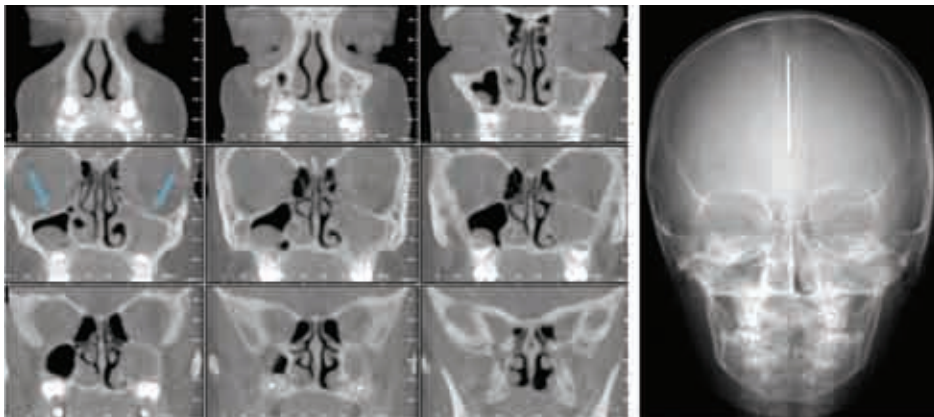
Radiografía P – A.
